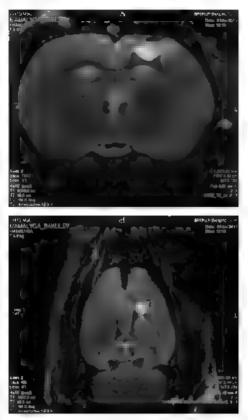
МРТ головного можа врых через 35 суток после фокального вшемического внеушка, выдущированного фотомимическим эффектом бенгальского розового
